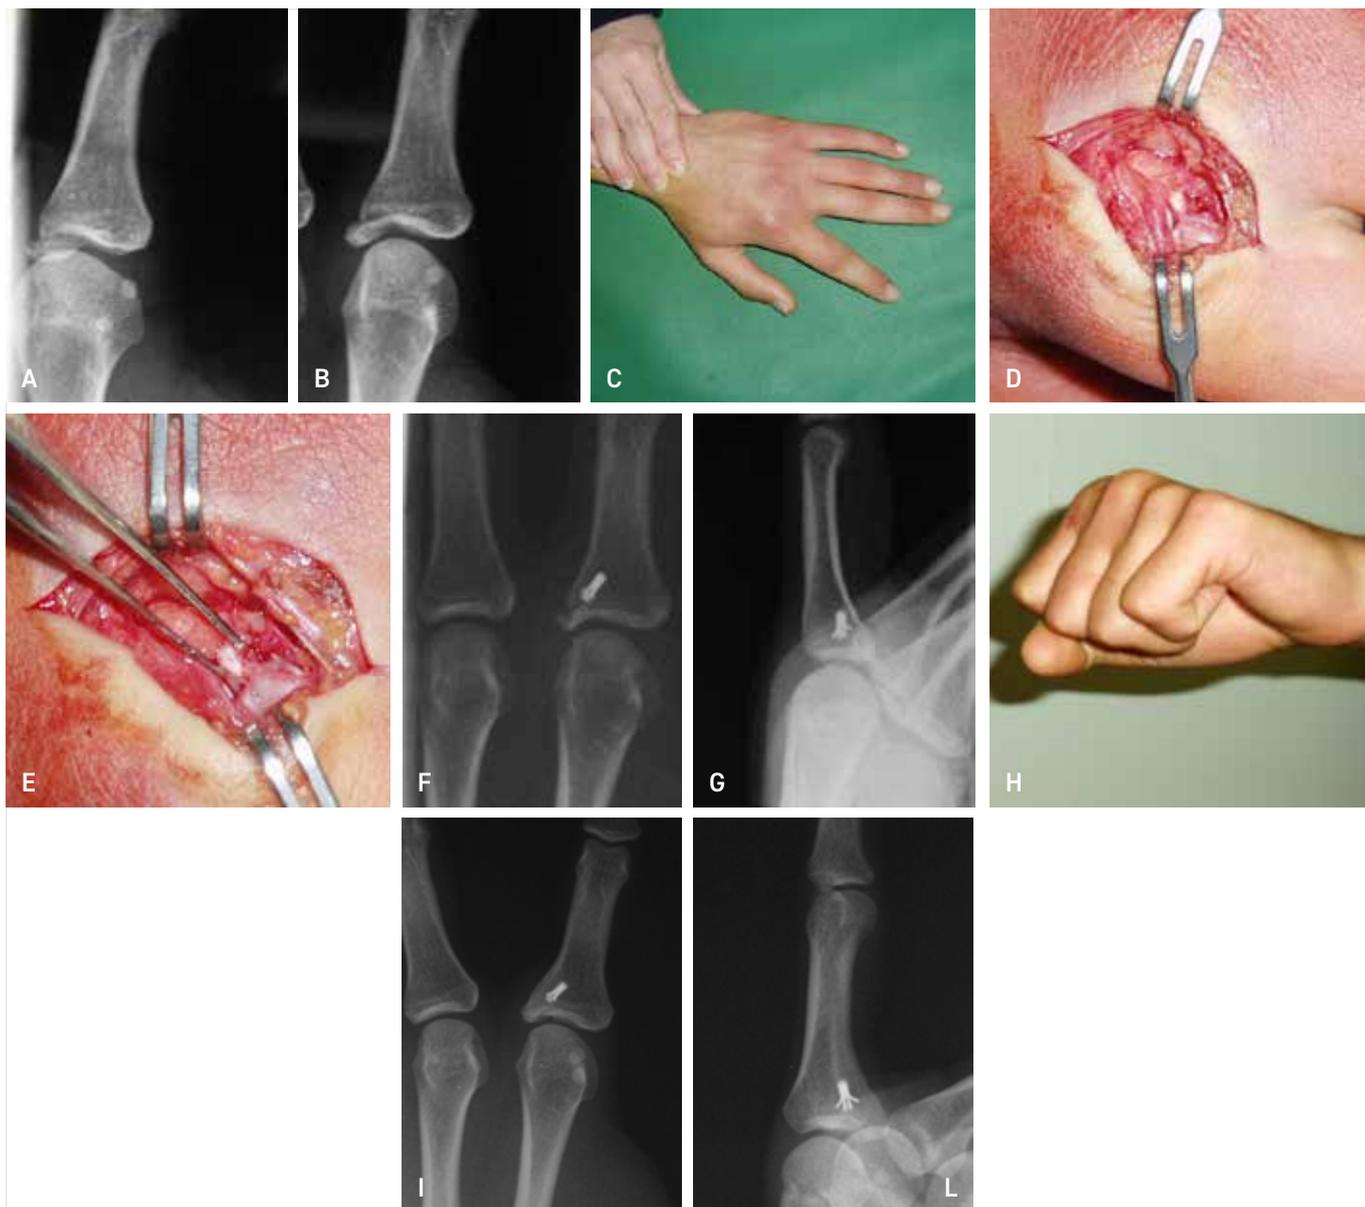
Maschio 16 anni, lesione collaterale ulnare secondo dito mano dominante. A, B, C) Al momento del trauma. D, E, F, G) Immagini intraoperatorie e radiografie post operatorie. La lesione è stata stabilizzata con l'applicazione di ancorina. H) Clinica a 4 mesi. I, L) Radiografia e clinica a 3 anni.
